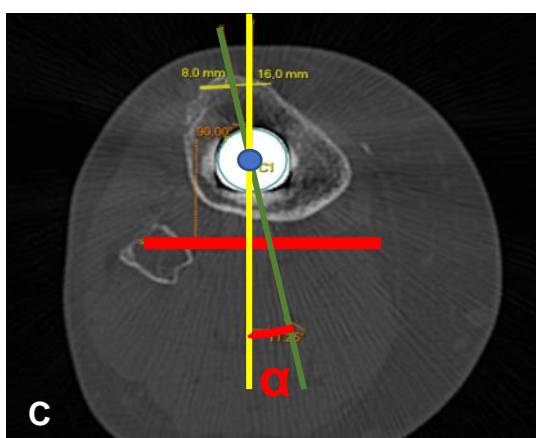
Imagem de TC com método de mensuração da rotação do componente tibial da ATJ, de acordo com Berger *et al.*
